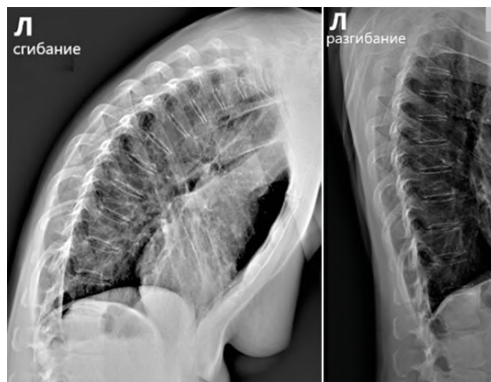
Рентгенограмма грудного отдела позвоночника. Левая боковая проекция с функциональными пробами (сгибание и разгибание)
